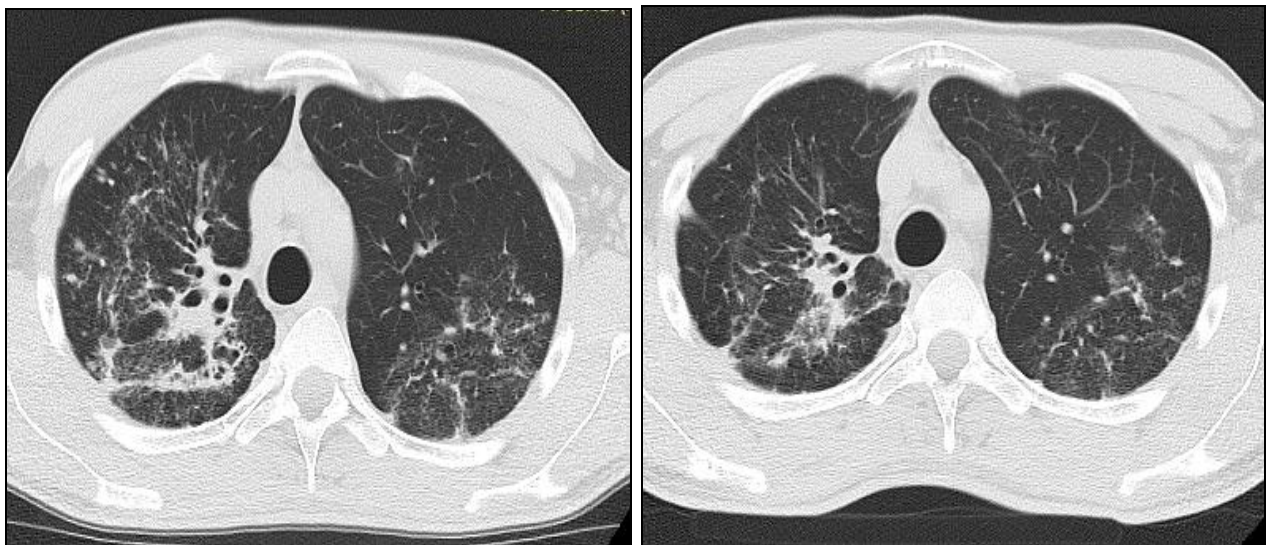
МСКТ ОГП до початку та через 8 міс лікування
